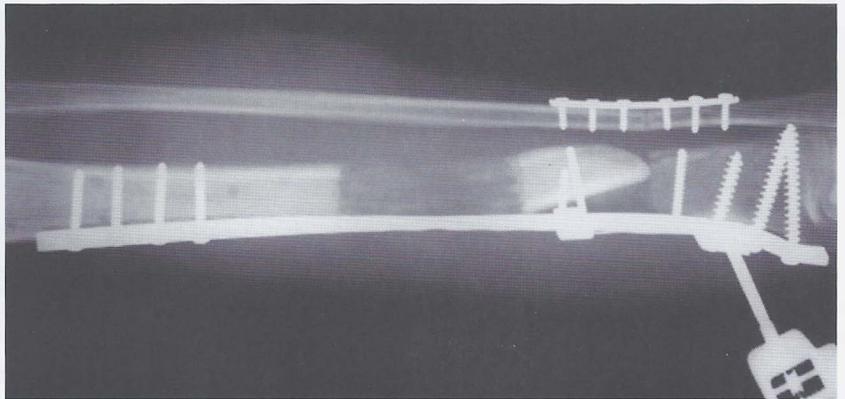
Radiografia da perna em ântero-posterior, imediatamente após a instalação do sistema de transporte ósseo.
